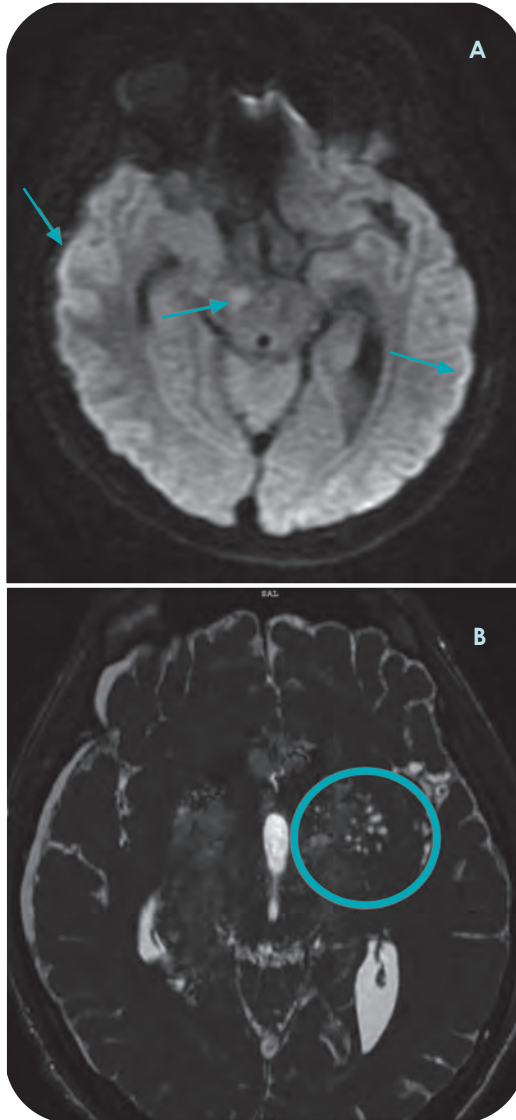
Imagen A): se observa imagen dwi. Difusión que muestra restricción en el área del mesencéfalo con lesión vascular secundaria a infección por *HHV-6* con lesión en la corteza bilateral, se indica con flechas azules. Imagen B): se aprecia secuencia FLAIR donde se encuentran lesiones a nivel de los núcleos de la base con microlesiones múltiples, con engrosamiento de la meninges con lesiones señaladas con un círculo azul, remarcando la imagen asociada a un proceso infeccioso.
